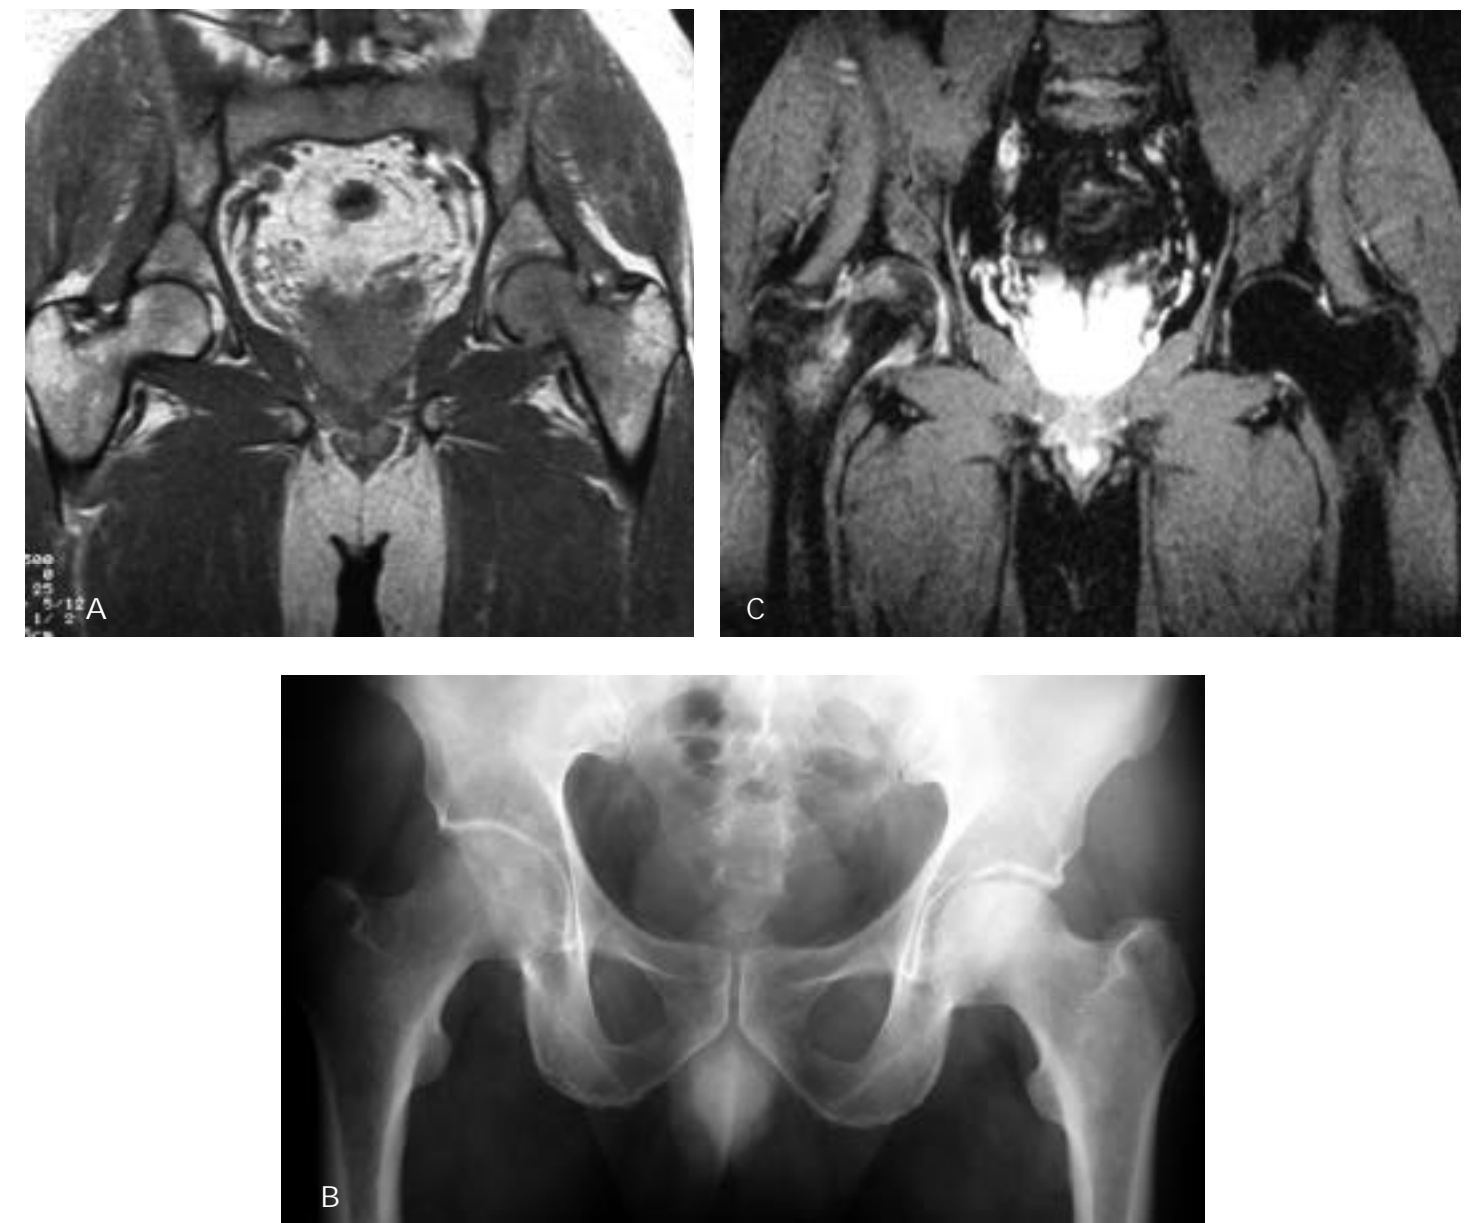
Osteoporosis regional migratoria de caderas. 3a. DP coronal, abril 91. 3b. Radiografía simple de caderas, febrero 97. 3c. STIR coronal, febrero 97. Varón de 57 años con dolor y patrón de EMO en cadera izquierda (Fig. a), sin áreas focales sugestivas de NA. Desaparición de síntomas y hallazgos radiológicos. Seis años después comienza con los mismos síntomas, pero ahora en cadera derecha, presentando marcada osteoporosis (Fig. b) y patrón de EMO (Fig. c). La cadera izquierda es rigurosamente normal.
